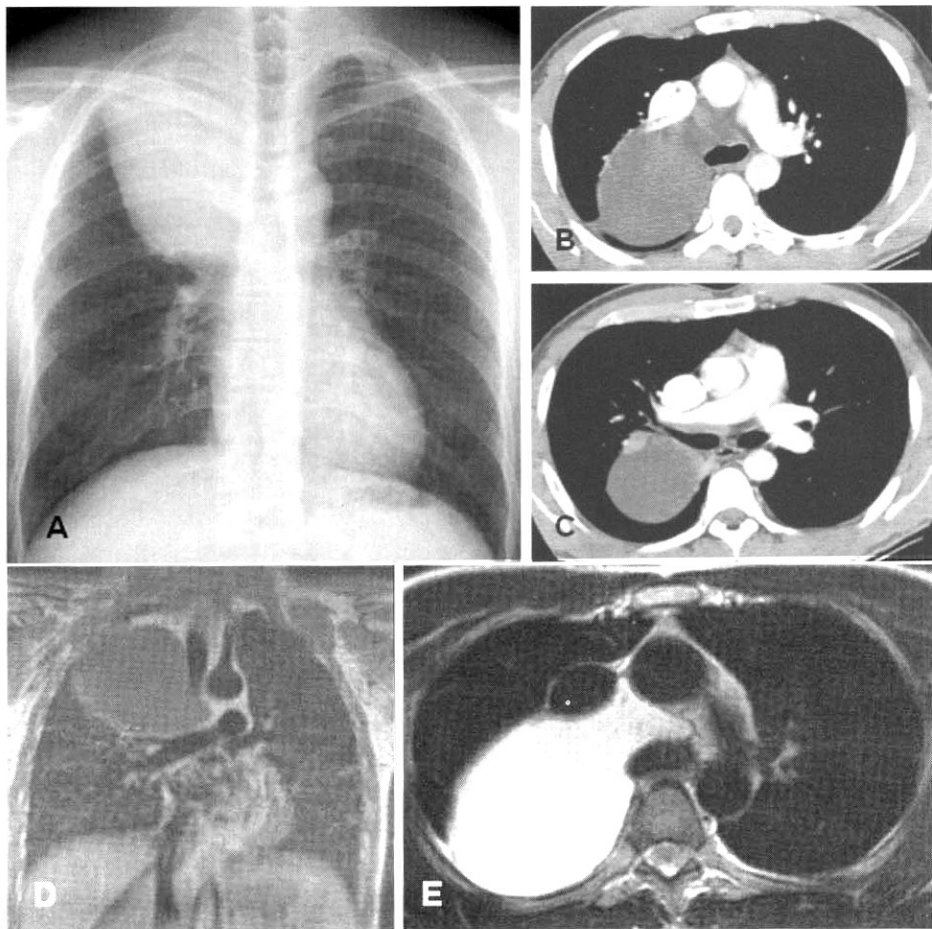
A 30-year-old man with mediastinal lymphangioma. A. Chest radiograph shows a sharply defined, large mass in the right upper lung zone. B. C. Contrast enhanced CT scans show a well defined, homogenous, cystic mass in the right middle mediastinum. D. E. The mass shows low signal intensity on coronal T1 weighted (D), and bright high signal intensity on axial T2 weighted (E), MRI images.
